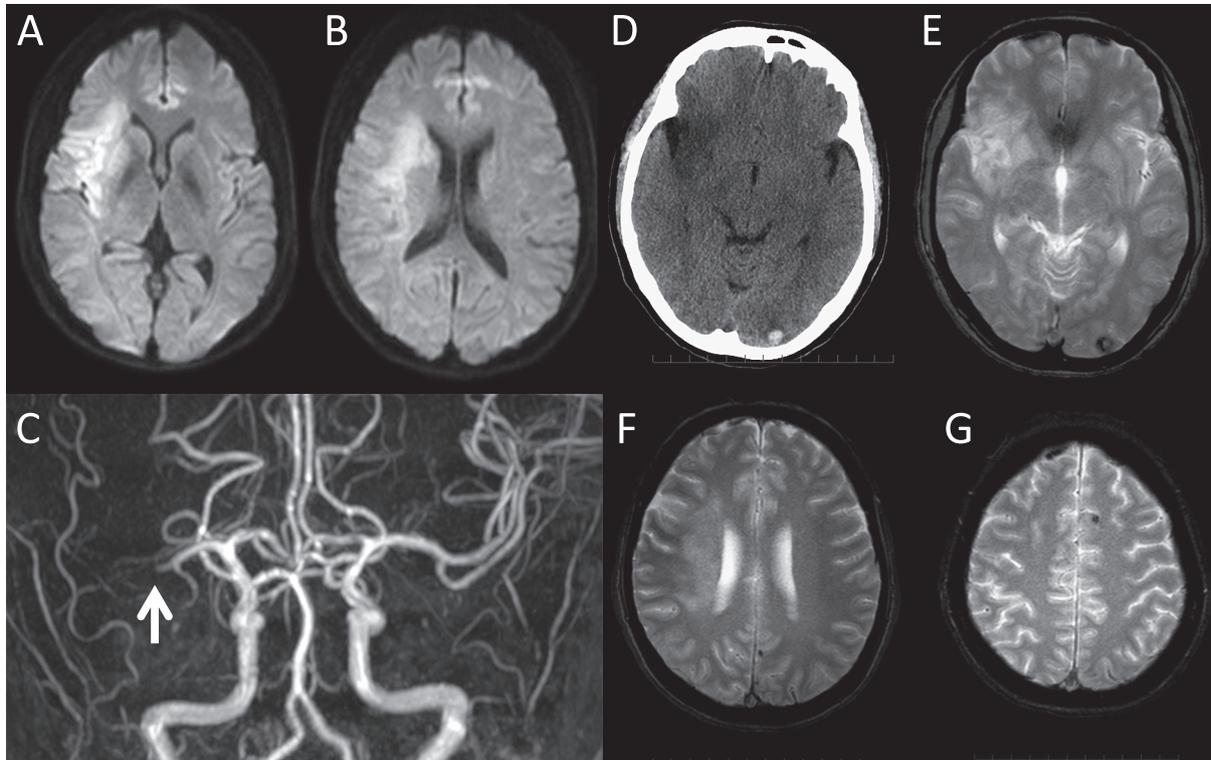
Head CT and MRI obtained on day 0 (A, B, C), day 2 (D) and day 44 (E, F, G).
